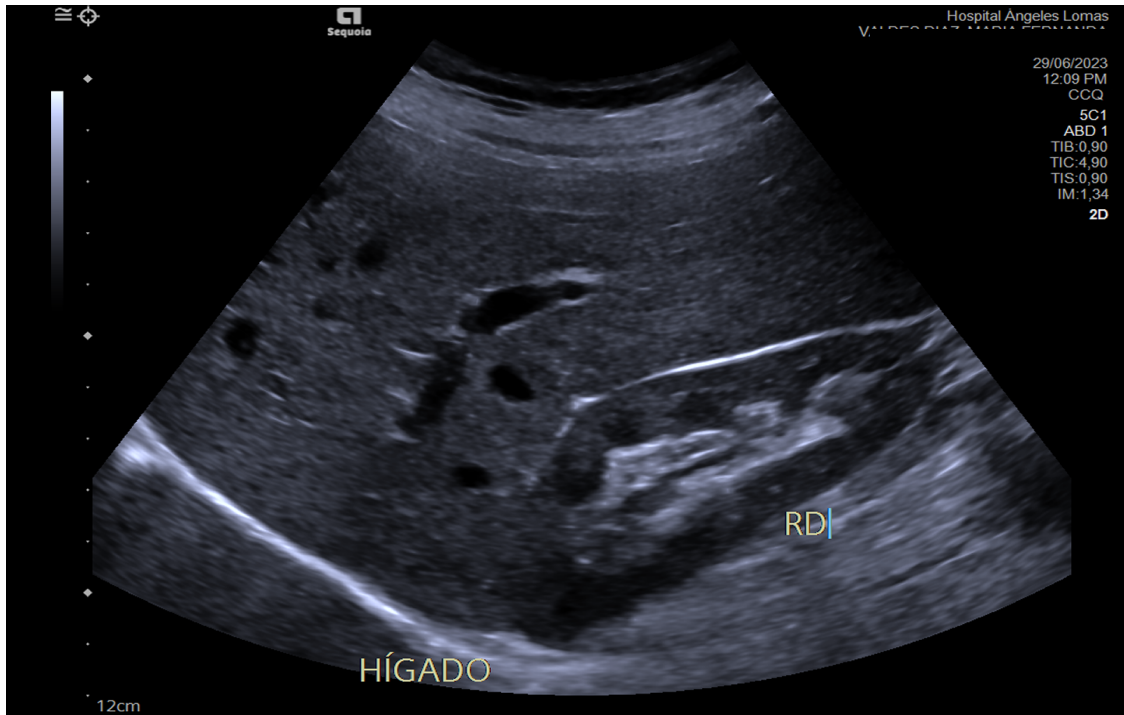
Ecografía en modo B de paciente del Hospital Angeles Lomas con hígado sano.
